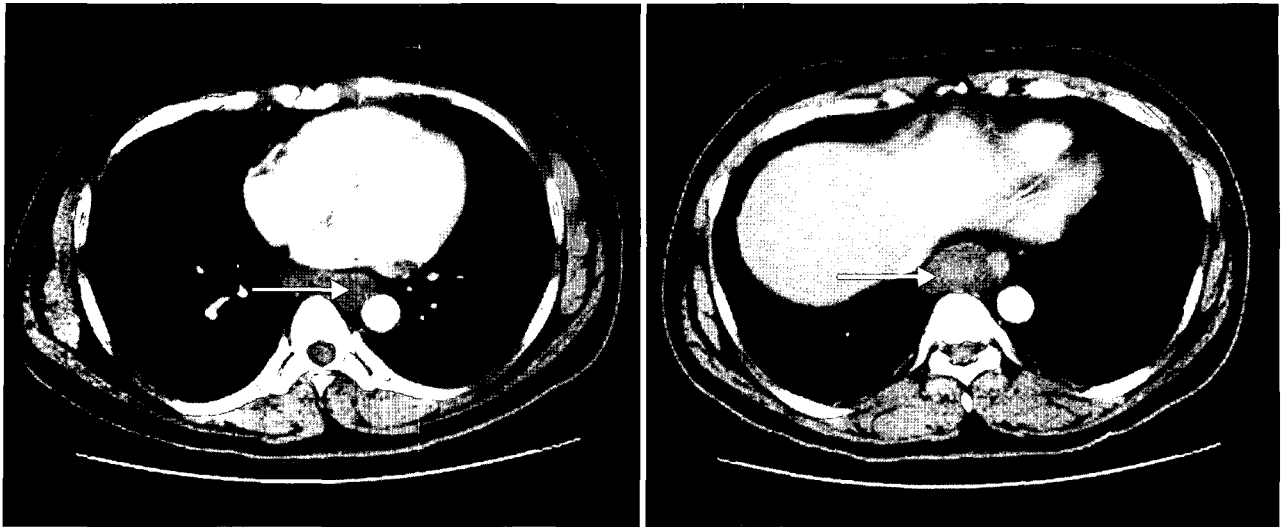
Chest CT shows two suspected submucosal tumors (arrows) on both sides of the esophagus with surrounding structure indentation.
